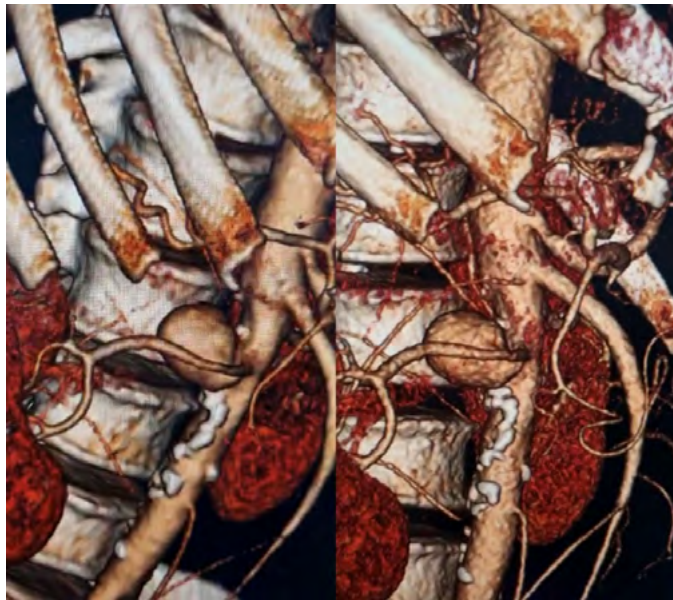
КТ ОБП от 28.09.2022, трехмерная реконструкция
